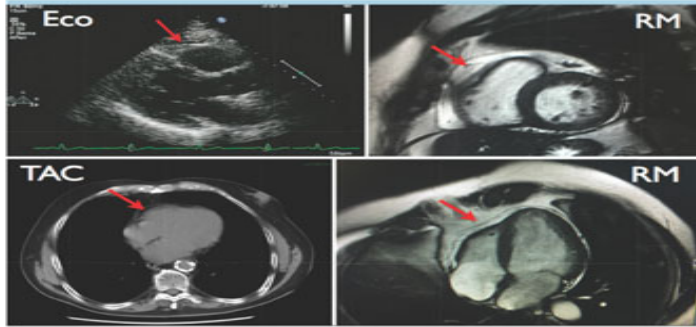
Aspetto del grasso epicardico alla tomografia assiale computerizzata (TAC) del torace e alla risonanza magnetica (RM) cardiaca (il grasso epicardico è abbondante soprattutto in sede anteriore ed è evidenziato dalle frecce). In questo caso era presente uno spazio ecoprivo anteriore meglio caratterizzato da TAC e RM come grasso epicardico e non come versamento pericardico.
